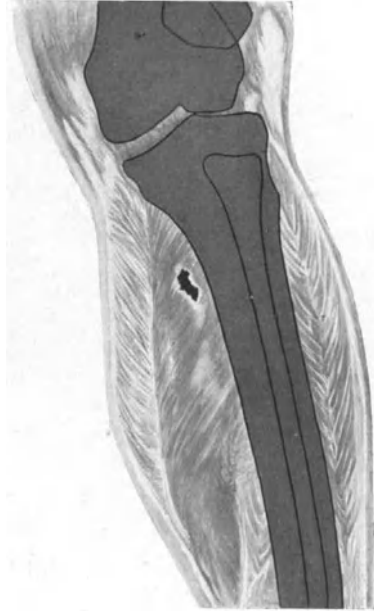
Ausgebildete Gasgangrän (Fiedermuskel) im Röntgenbild. (Nach Burchard.)
